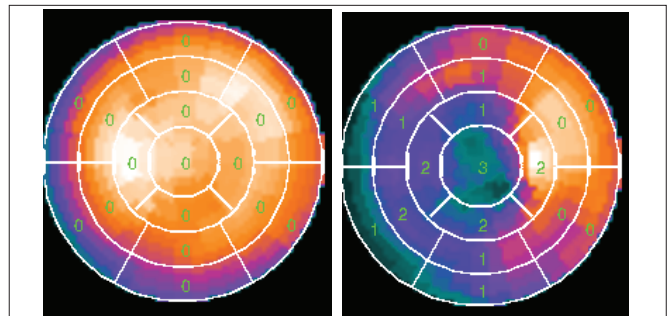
Полуколичественная оценка перфузии миокарда ЛЖ сердца по 17-сегментной модели
